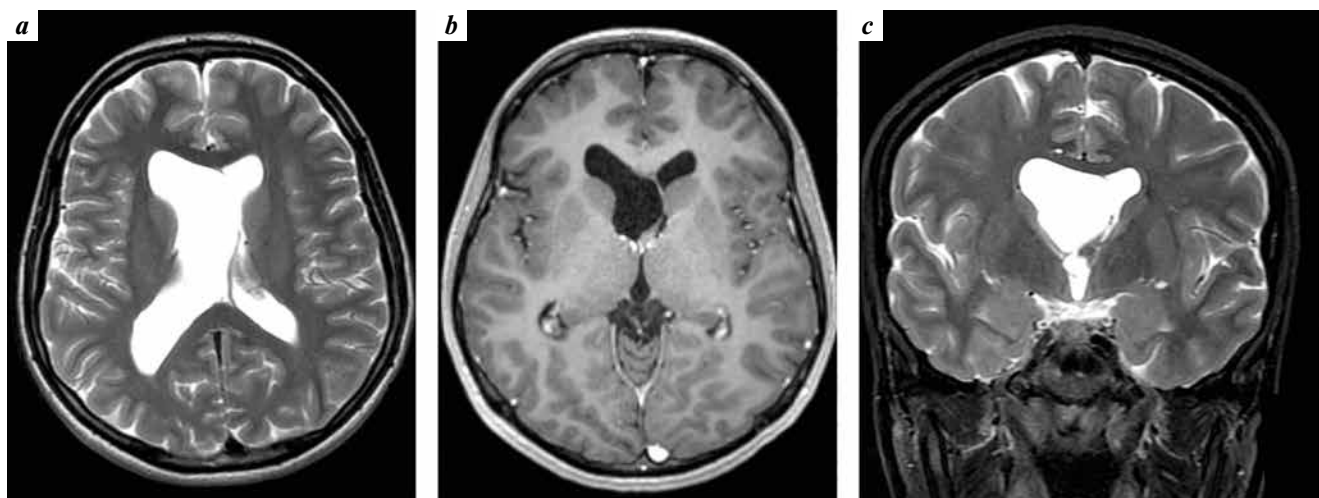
Hydrocephalus due to unilateral obstruction of the foramen of Monroe (AH1 D). Axial T2: enlargement of the right lateral ventricle, left dislocation of the septum pellucidum, convexital subarachnoid spaces normal (a). No neoplastic lesions on the post-contrast magnetic resonance imaging (b). Coronal T2: enlargement of the right lateral ventricle, left dislocation of septum pellucidum, membrane obstruction of the right foramen of Monroe (c). The presence of this membrane was confirmed due to endoscopic surgery
